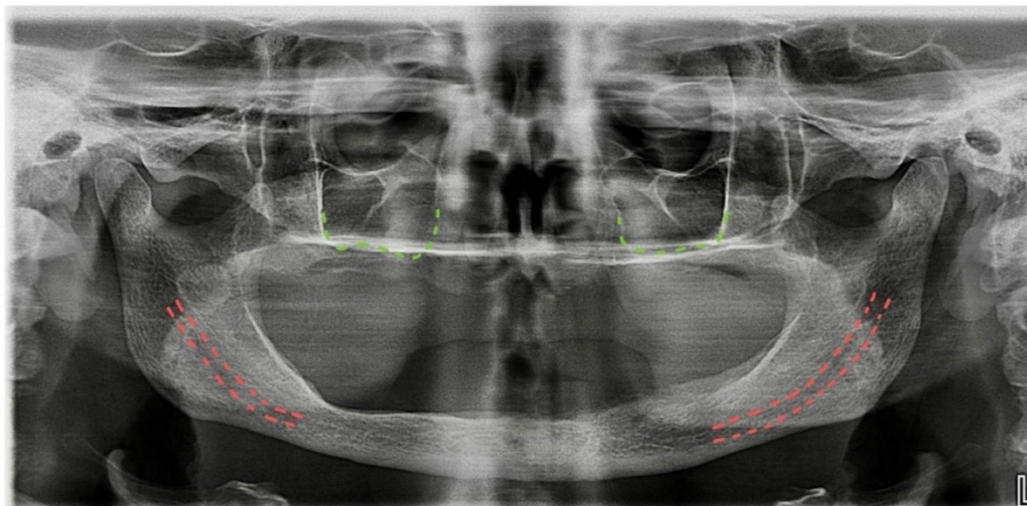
Radiografia panorâmica mostrando o pavimento do seio maxilar em verde e o nervo alveolar inferior em vermelho em arcadas muitas reabsorvidas. Fonte própria.
